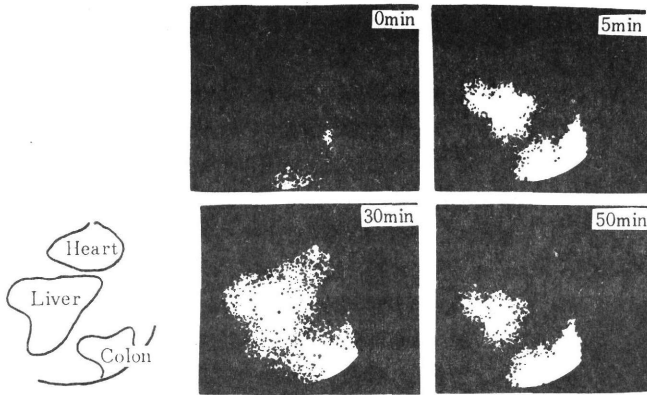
Abdominal scintigram of a patient (N.M.) at 0, 5, 30 and 50 min after intrasigmoidal administration of  $^{13}\text{N}$ -ammonia obtained by means of the gamma camera with the collimator for high energy  $\gamma$ -rays ( $^{131}\text{I}$ ).
